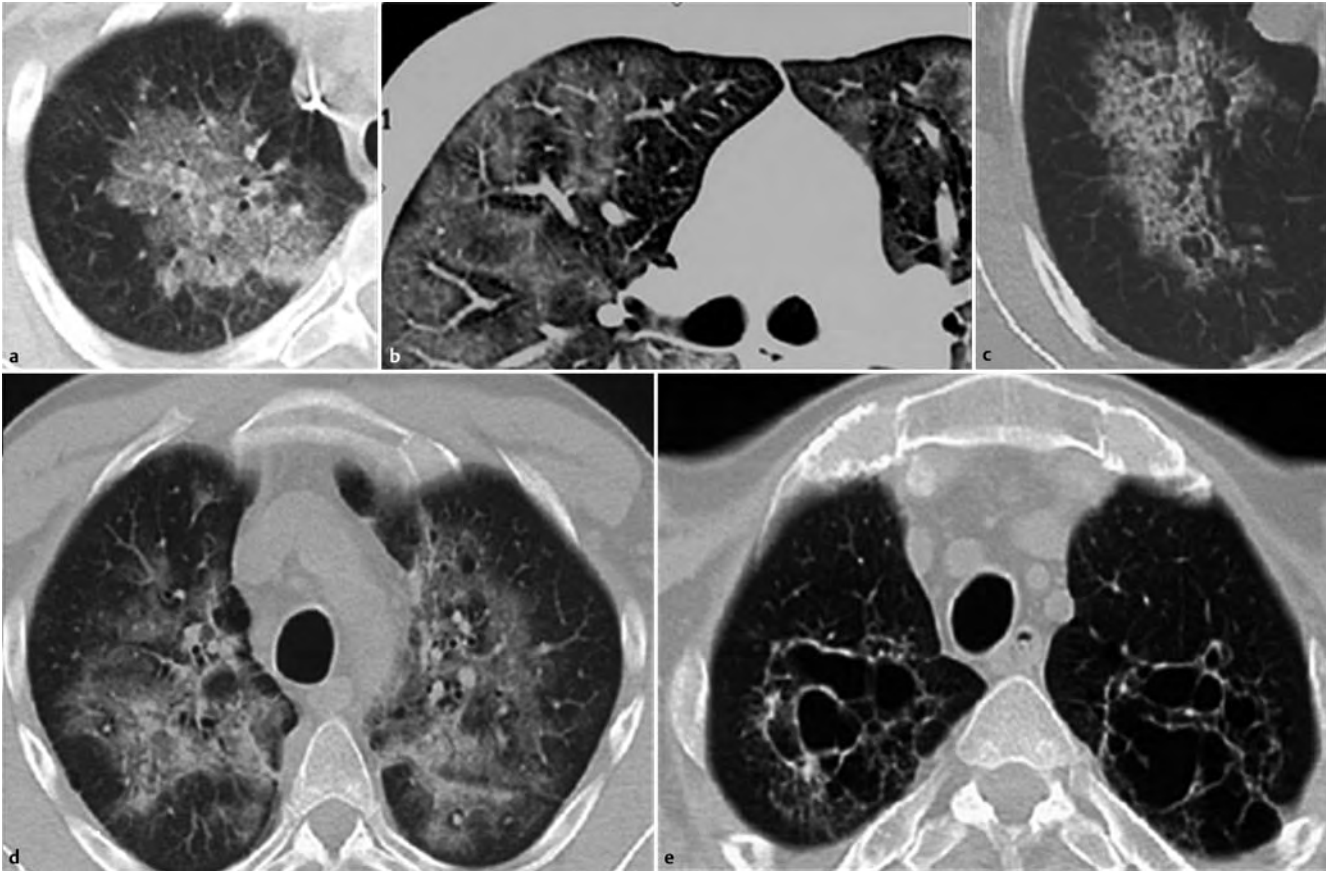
Unterschiedliche Erscheinungsformen der PcP. a Das führende Röntgenzeichen ist eine milchglasartige Verschattung, die i. d. R. von landkartenartigen, subsegmentalen Aussparungen begleitet ist. b Die Aussparungen können jedoch auch perivaskulär angeordnet sein. c Zusätzlich können sich innerhalb der milchglasartigen Verdichtungen septale Strukturen abgrenzen
